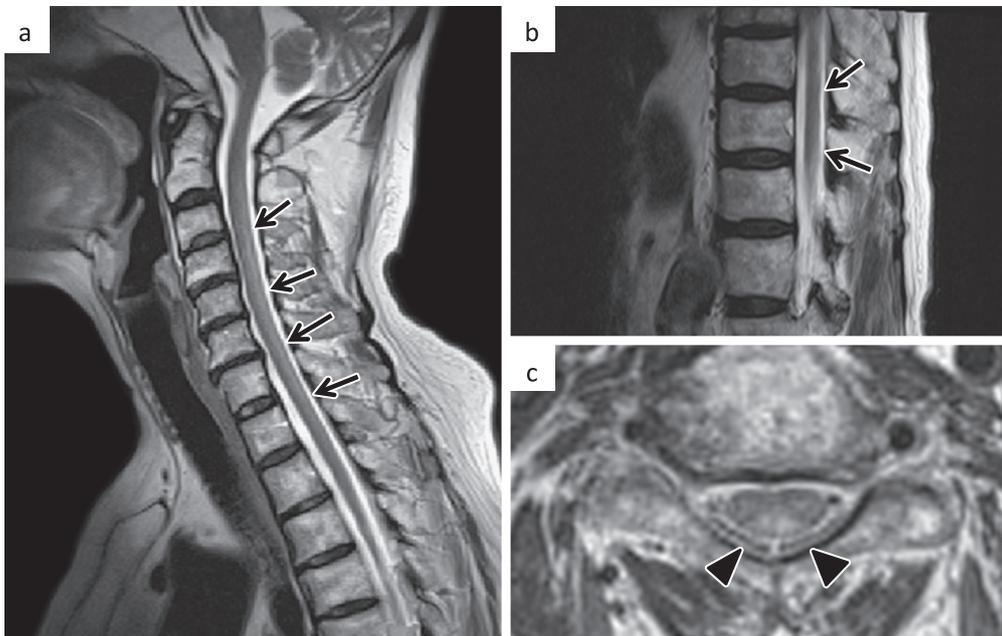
Spinal MR images.
